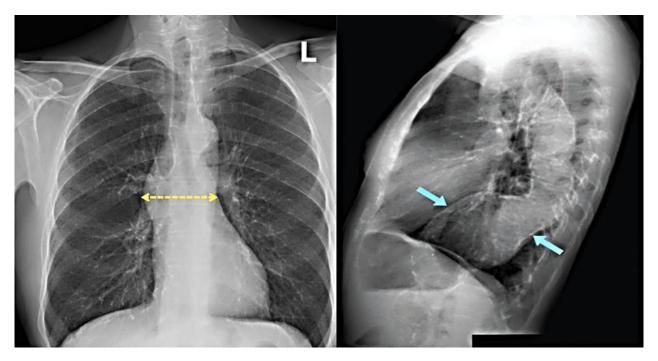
Обзорная рентгенография органов грудной клетки у пациентов с расслоением грудной аорты
